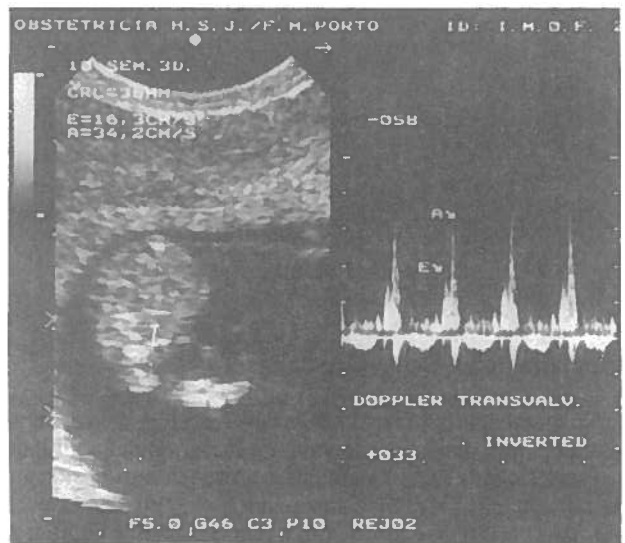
Doppler transvaginal - fluxo auriculo-ventricular às 10 semanas.
